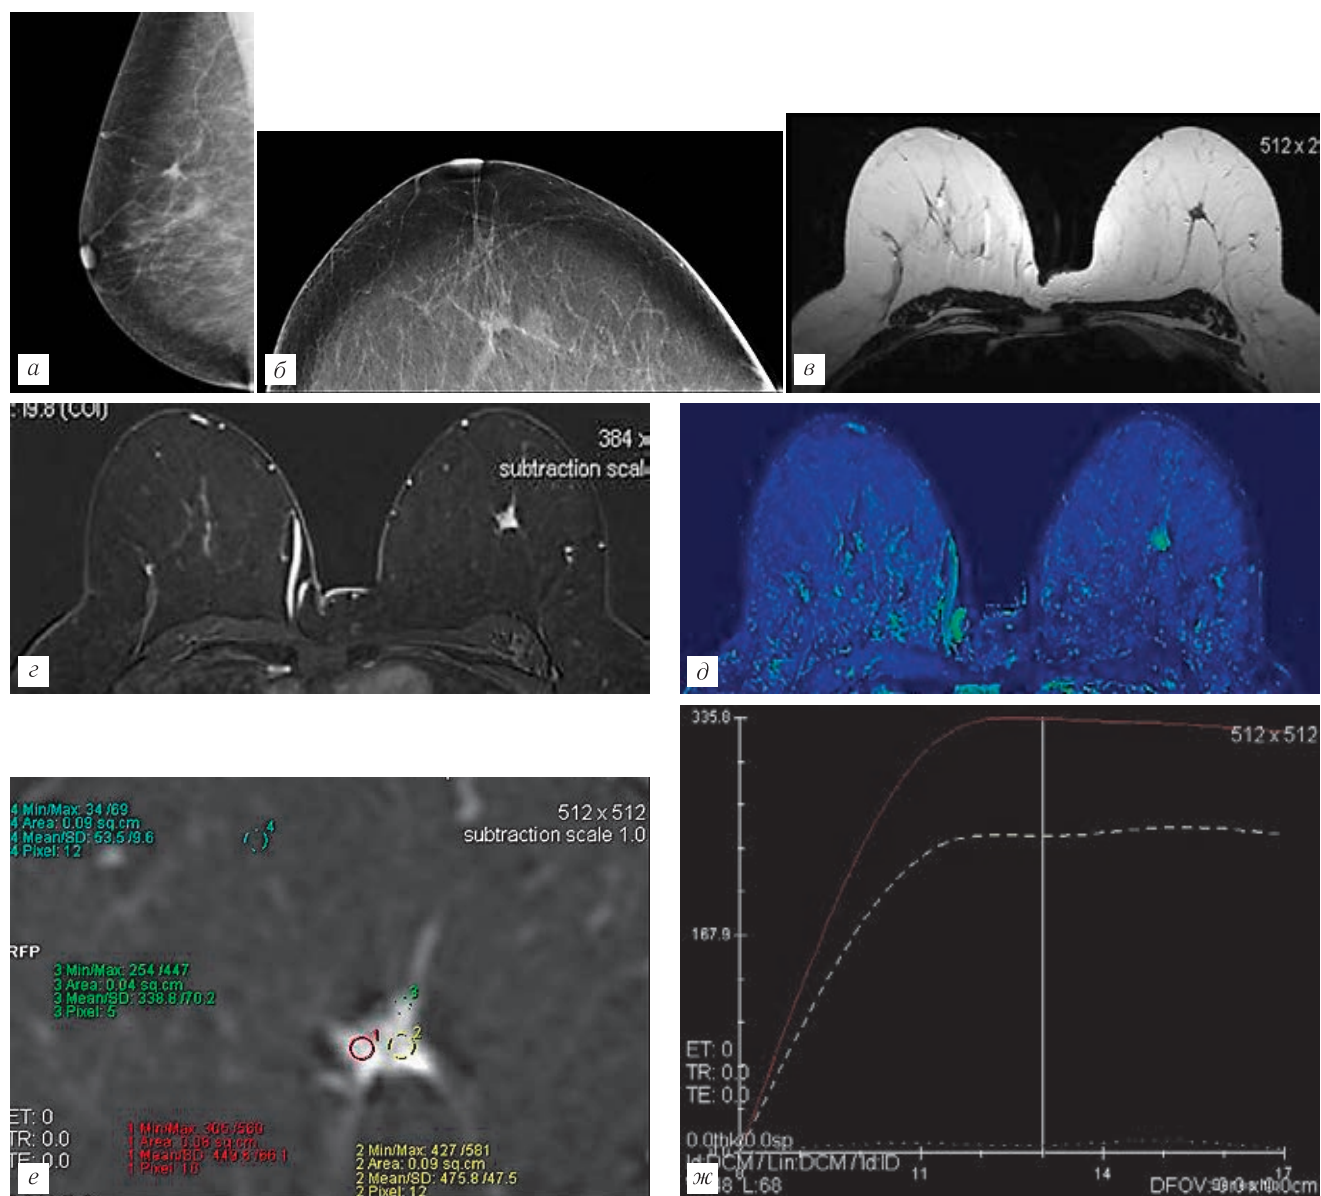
МГ левой МЖ в косой проекции. На границе верхних квадрантов левой МЖ определяется образования с тяжистыми контурами, размером 0,9×0,7 см (*а*); МГ левой МЖ в прямой проекции. На границе верхних квадрантов левой МЖ определяется образование с тяжистыми контурами, размером 0,9×0,7 см (*б*); МРТ МЖ, T2 tra. Образование левое МЖ с тяжистыми контурами (*в*); МРТ МЖ постконтрастная T1 FS (58 с), усиление интенсивности сигнала от образования в левой МЖ в артериальную фазу (*г*); параметрическая карта Wash In — выраженное повышение интенсивности сигнала от выявленного образования в фазу накопления — признаки гиперваскуляризации (*д*); МРТ МЖ образование в левой МЖ с контрастированием (*е*); кинетические кривые контрастирования образования левой МЖ III типа (*ж*).
